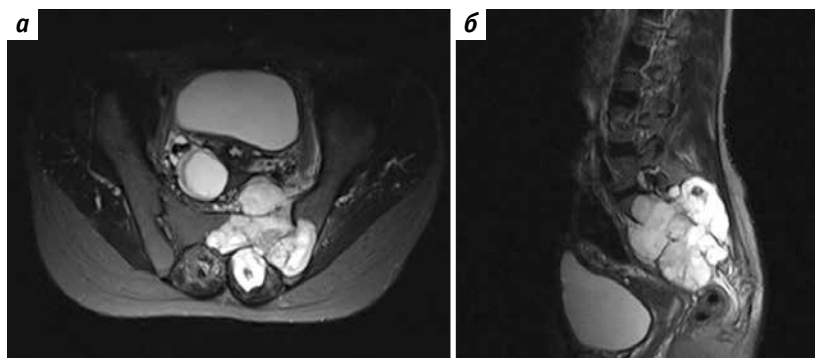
Предоперационная магнитно-резонансная томография органов малого таза: а – аксиальная проекция; б – сагиттальная проекция. Распространение опухолевого процесса на крестцово-подвздошный сустав и правую подвздошную кость. В режиме T2-взвешенного изображения опухолевая масса имеет неоднородную структуру с высокой интенсивностью сигнала
